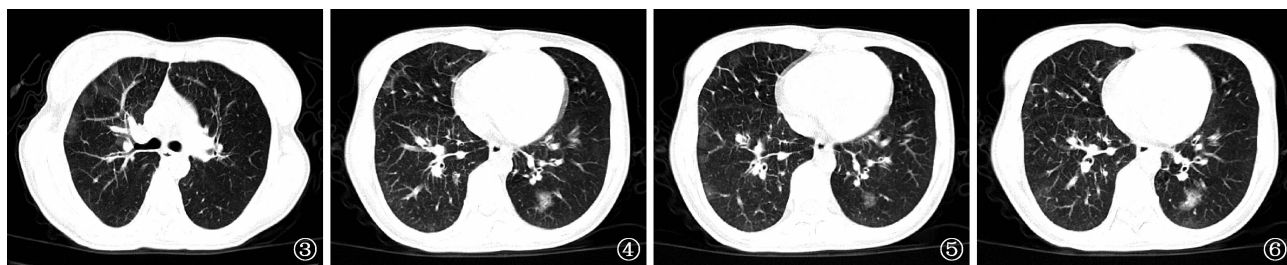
~6 患者胸部 CT 片(2020-03-16),病灶部位呈新发磨玻璃状阴影。图 3 为右肺上叶前段;图 4 为左肺下叶背段及右肺中叶外侧段;图 5 为双肺下叶背段;图 6 为左肺下叶内基底段及右肺下叶背段
